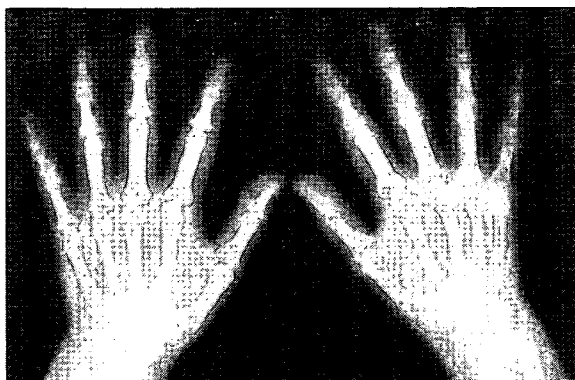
橈骨遠位端骨折後のSudeck骨萎縮のX線写真
